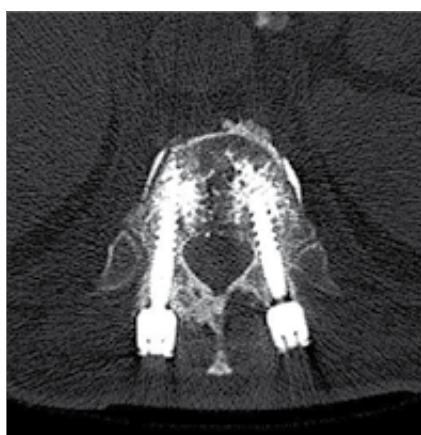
CT ax, drei Monate postoperativ
